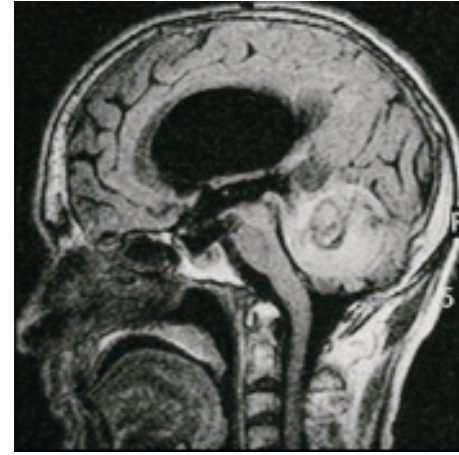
T1 ağırlıklı MRG incelemede serebellar vermisteki ekzantrik hipointens fokus bulunduran izointens nodüler lezyon mevcuttur.
